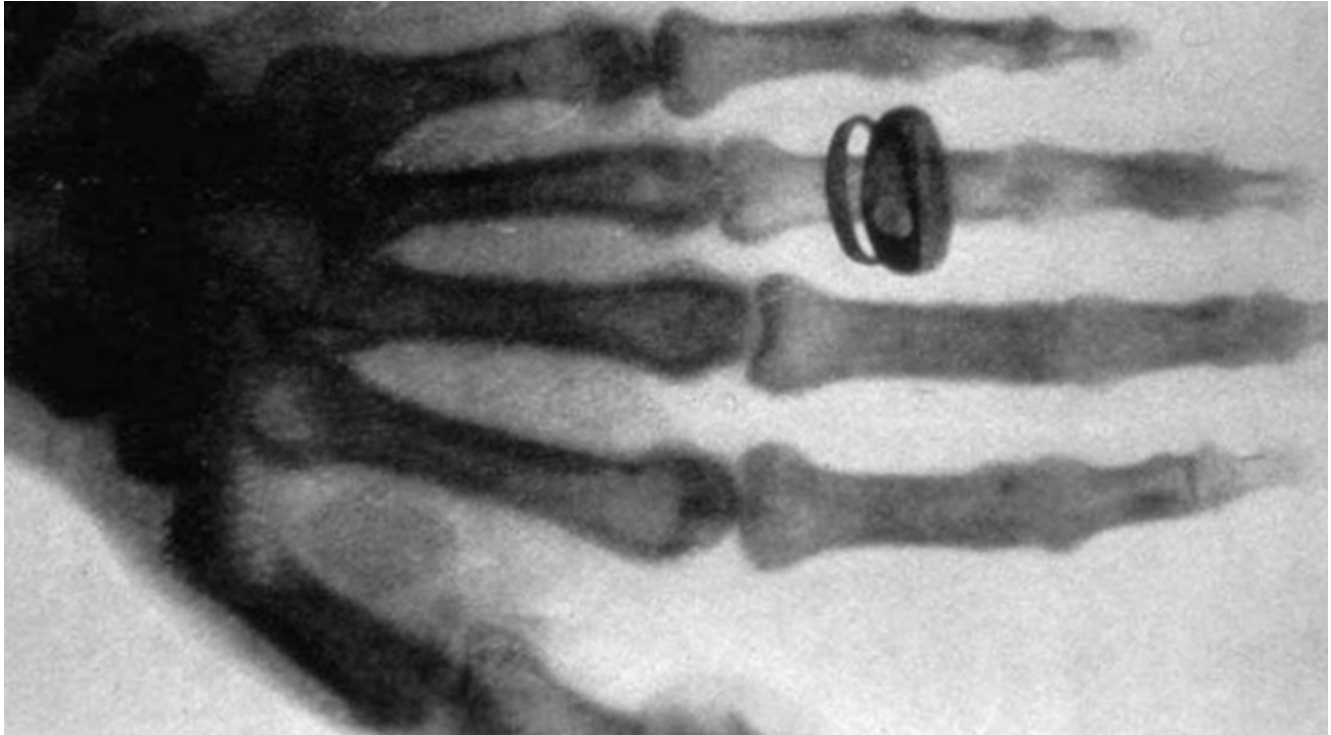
Radiografía de mano. Imagen del autor.
